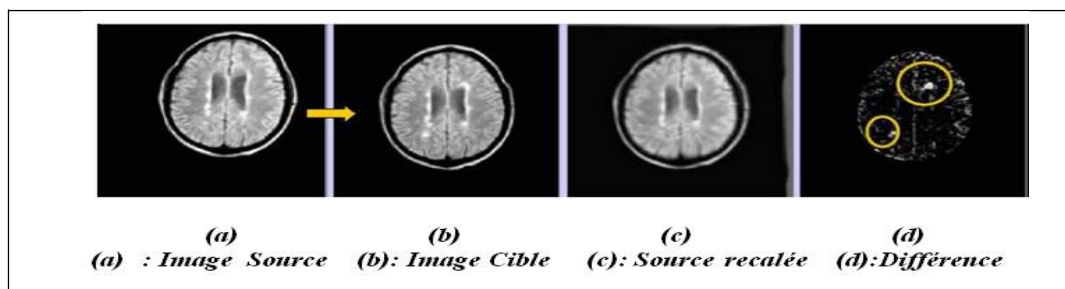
36 Exemple 1 Recalage monomodal intra-patient : Evolution de lésions (images IRM d'un patient atteint de sclérose en plaque à quelques mois d'intervalle)
